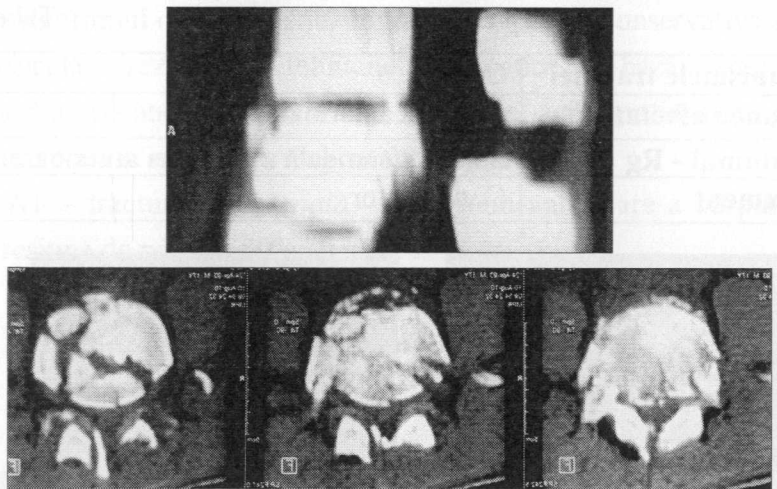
Aspectul prin TC a fracturile de corp vertebral «prin explozie».
